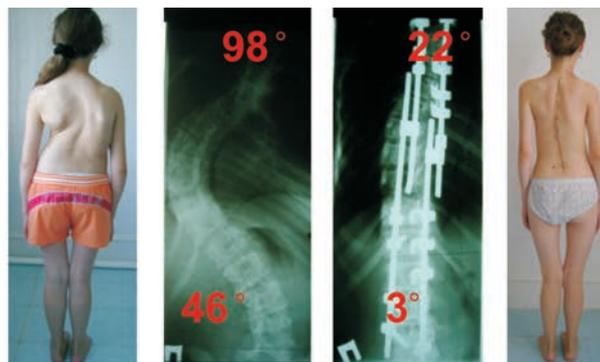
Внешний вид и рентгенограммы больной Б., 13 лет после коррекции сколиоза эндокорректором Медтроник по способу McCarthy
